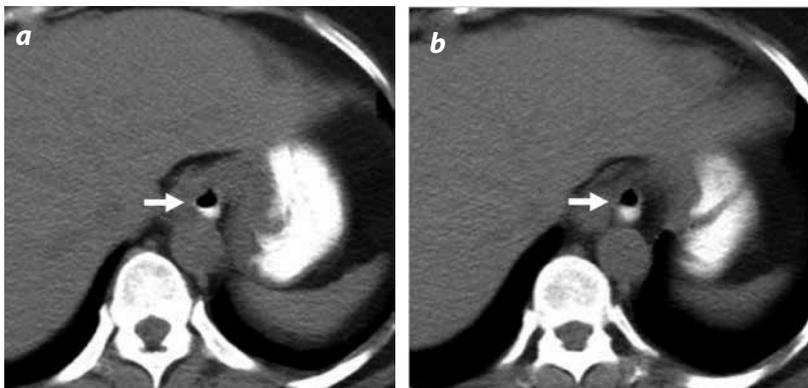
(a, b). Cortes axiales de TC en el esófago distal que muestran una imagen de refuerzo sacular con contenido aéreo y de contraste, localizada inmediatamente superior a la unión gastroesofágica, lo cual corresponde a un divertículo epifrénico (flechas blancas).
